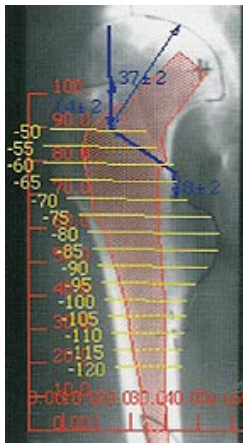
Bild von Anpassung einer Individualprothese mittels digitaler CT-Planung, Bsp. anhand einer CT-Aufnahme eines rechten Hüftgelenks in ap. Aufnahme [78].
